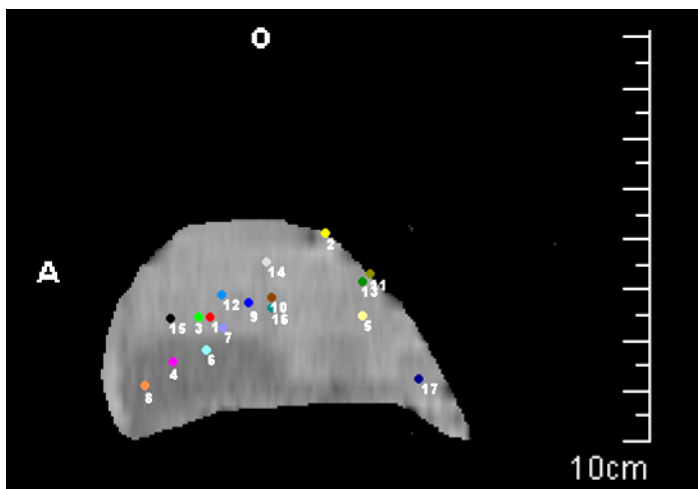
CT-Bild, Ferkel, Sagittalansicht der Leber mit Positionen
